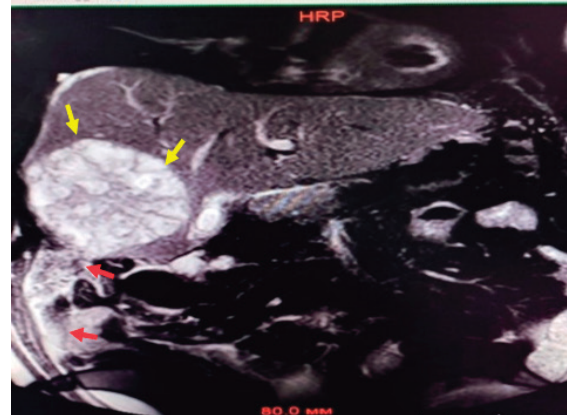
Пациент М., 58 лет – МРТ печени: в 5 сегменте определяется очаг округлой формы (желтые стрелки); на поверхности печени и правом боковом канале – экссудат (красные стрелки)
